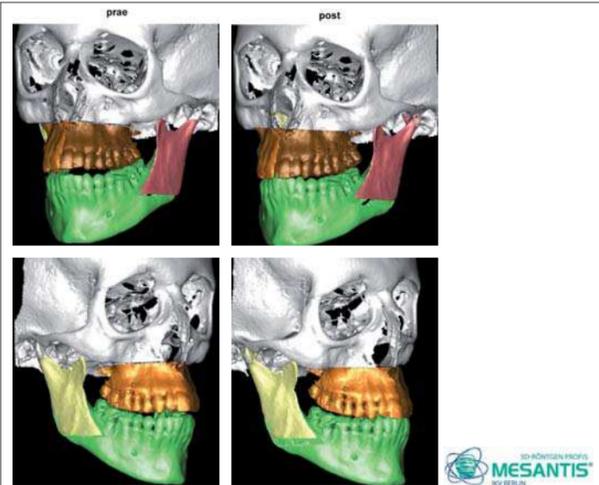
Typische 3-D-gerenderte Darstellung einer KFO-Chirurgieplanung (prä- und postoperativ) im Halbprofil von rechts und links. Bedingt durch die Verfügbarkeit von dreidimensionalen Röntgendaten, kann heutzutage auch eine exakte dreidimensionale Operationsplanung erfolgen. Durch die virtuelle Planung und die damit verbundene frühe Operation in der Behandlungsabfolge kann die Dauer der aktiven KFO-Behandlung signifikant reduziert werden.
